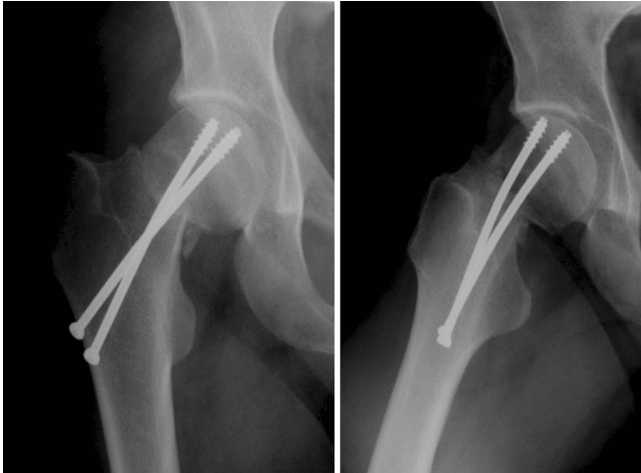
▲ 36-jähriger Patient; Röntgenbilder 3 Monate nach der (unzureichenden) Versorgung. Die Fraktur war nicht verheilt
